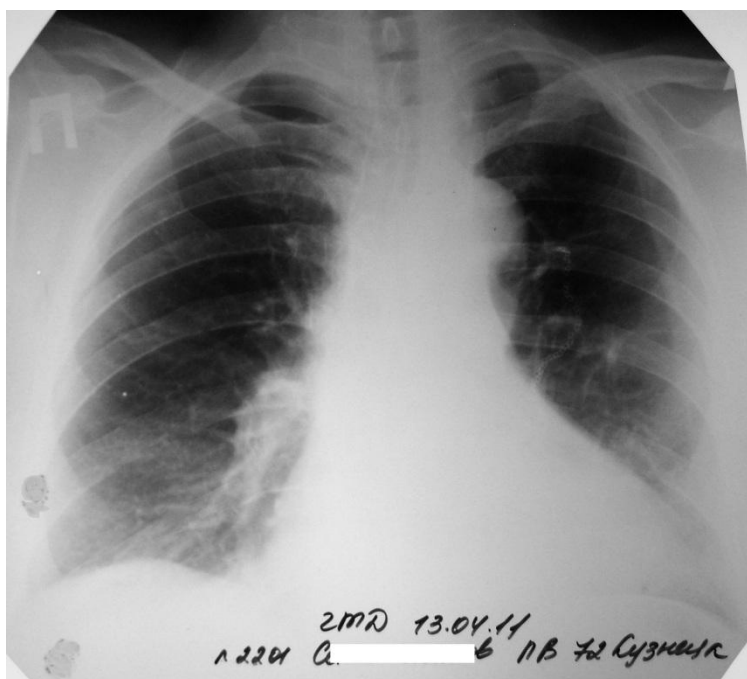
Обзорная рентгенограмма легких больного С. через полтора года после выписки. Левое оперированное легкое расправлено, в легких без очагово-инфильтративных изменений.
